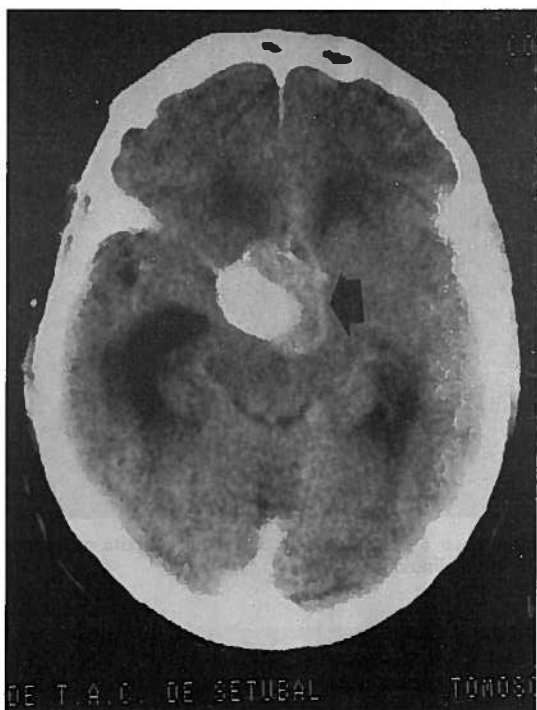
Caso 6—Tomografia computadorizada com contraste IV pré-embolização mostrando grande aneurisma parcialmente trombo-sado (seta).
